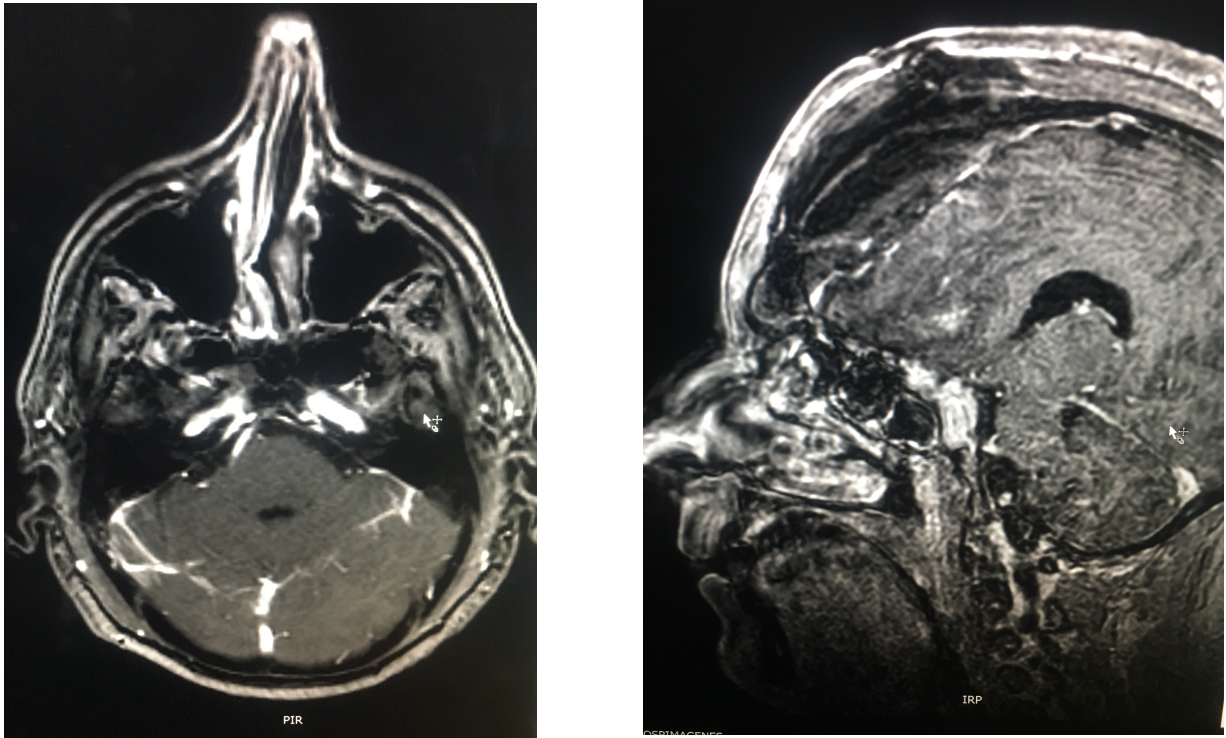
Resonancia Magnética de Cerebro Contrastada del sexto día posquirúrgico
